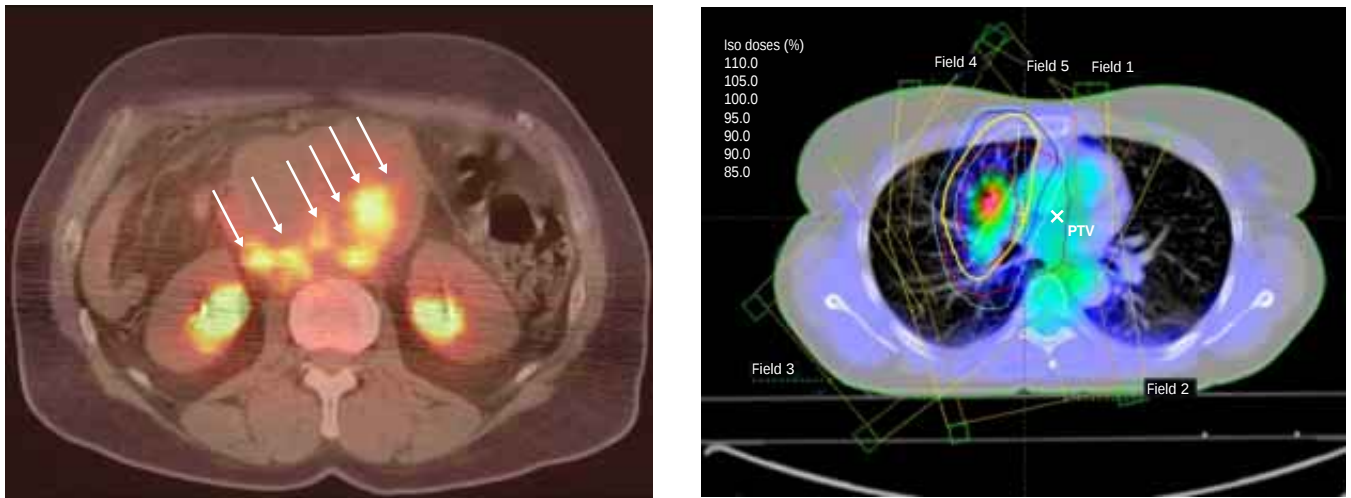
Izquierda. Corte axial de una imagen de fusión PET-CT abdominal en donde se observa una gran tumoración abdominal, demostrada por la CT. No obstante el gran tamaño de esta tumoración, la planeación de la radioterapia se basa solamente en las zonas de mayor actividad metabólica demostradas por el PET (Flechas). Derecha. Planeación propia de la radioterapia, basada en un corte axial de un rastreo PET-CT en tórax. Cortesía de la University of Pittsburgh Medical Center.
